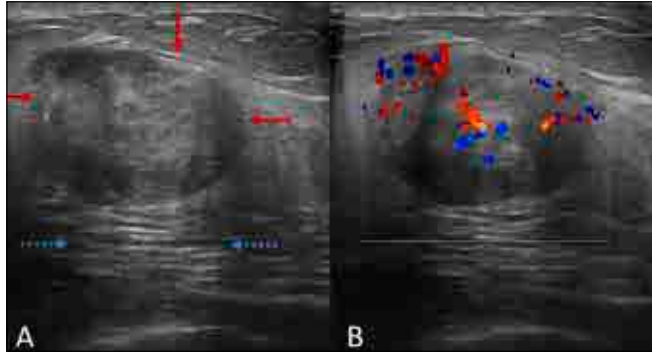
A) B-mod ultrasonography: the lesion was detected a well-defined, oval shaped, hypochoic mass (red arrows) with slight posterior enhancement (dashed blue arrows) and measured 18x20x24 mm. B) Colour Doppler US examination revealed vascularity in the lesion.
